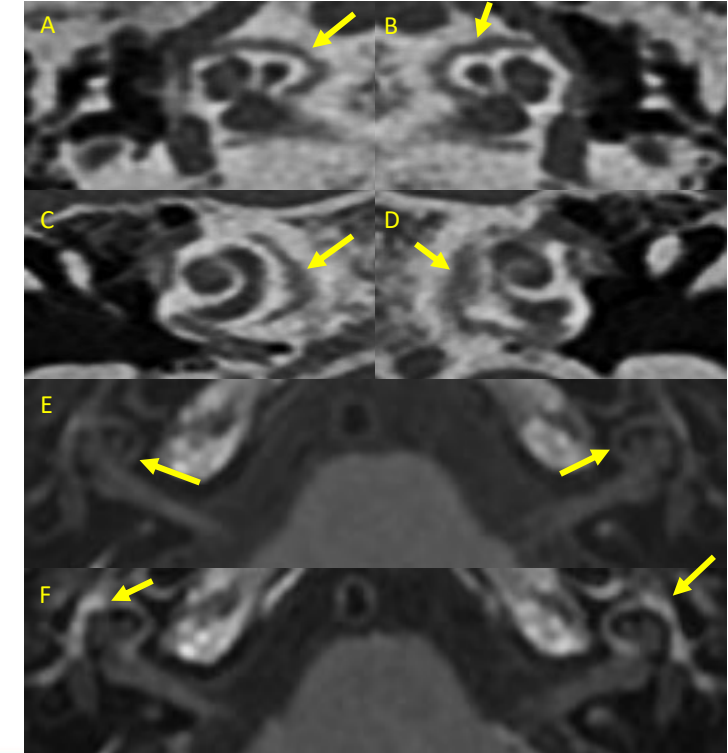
Reconstrucciones axiales (A, B) y coronales (C, D) de TC que muestran otospongiosis retrofenestral bilateral (flechas). Las secuencias de RM ponderadas en T1 pre- (E) y postcontraste (F) evidencian realce en la misma localización (flechas en F), indicativo de otospongiosis activa.
